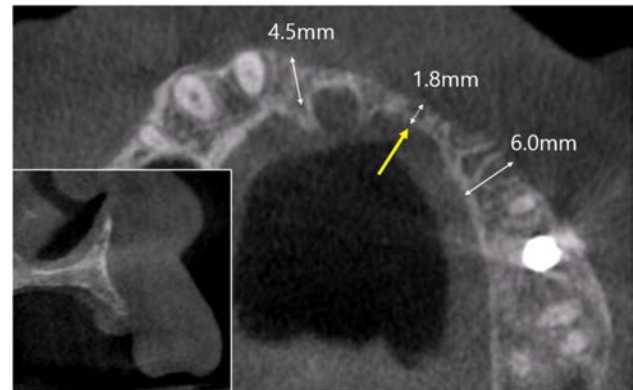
Cone-beam CT image for evaluating horizontal ridge width of missing teeth area. In box, cross sectional view of the area indicated by yellow arrow.
